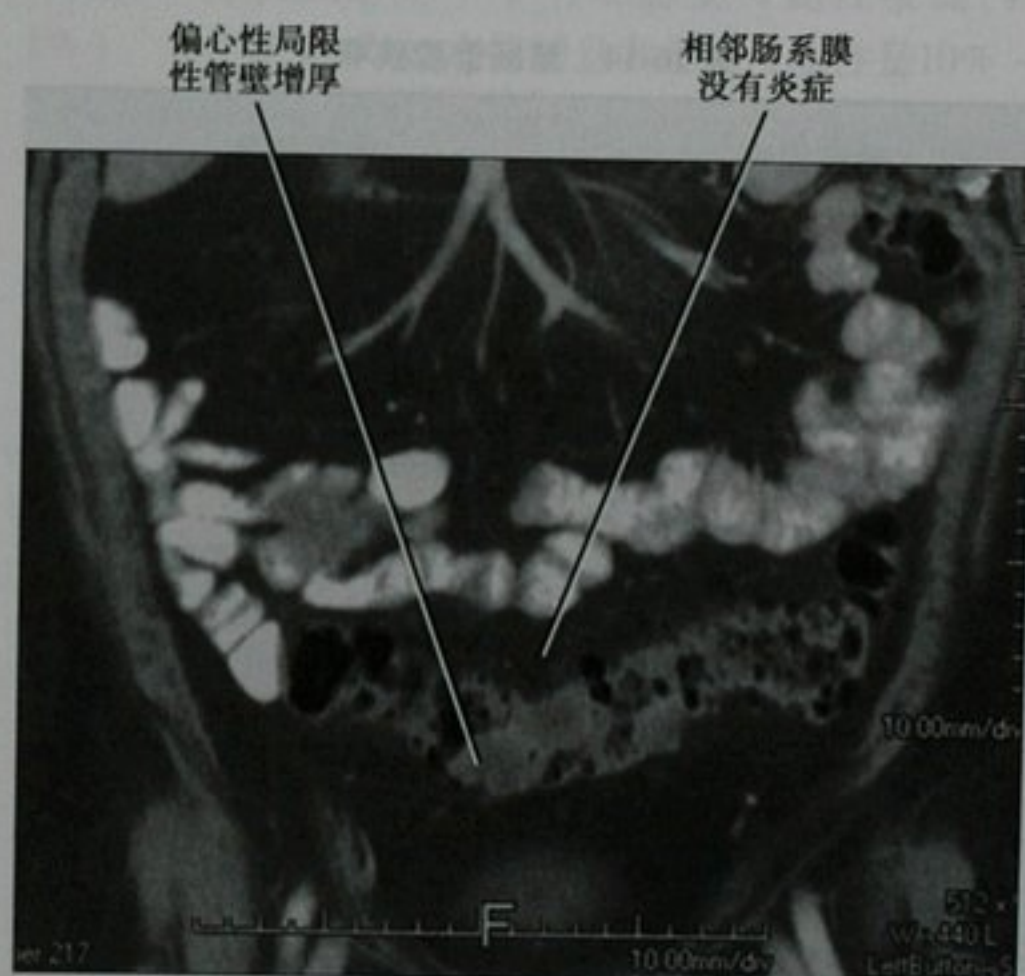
CT 增强扫描冠状面重建。患者乙状结肠癌起源于重度憩室病的乙状结肠
